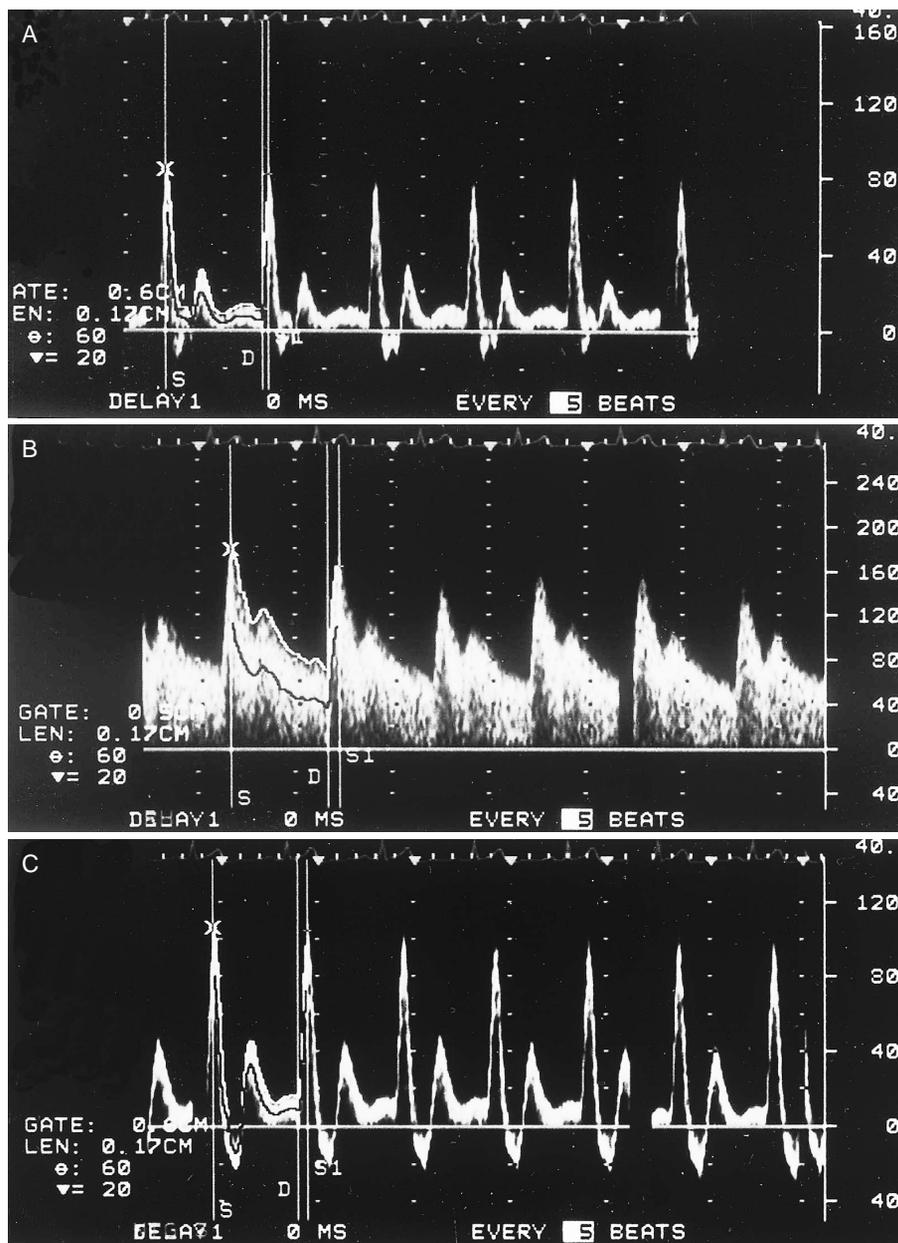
Doppler flow images of the brachial artery in control subjects
